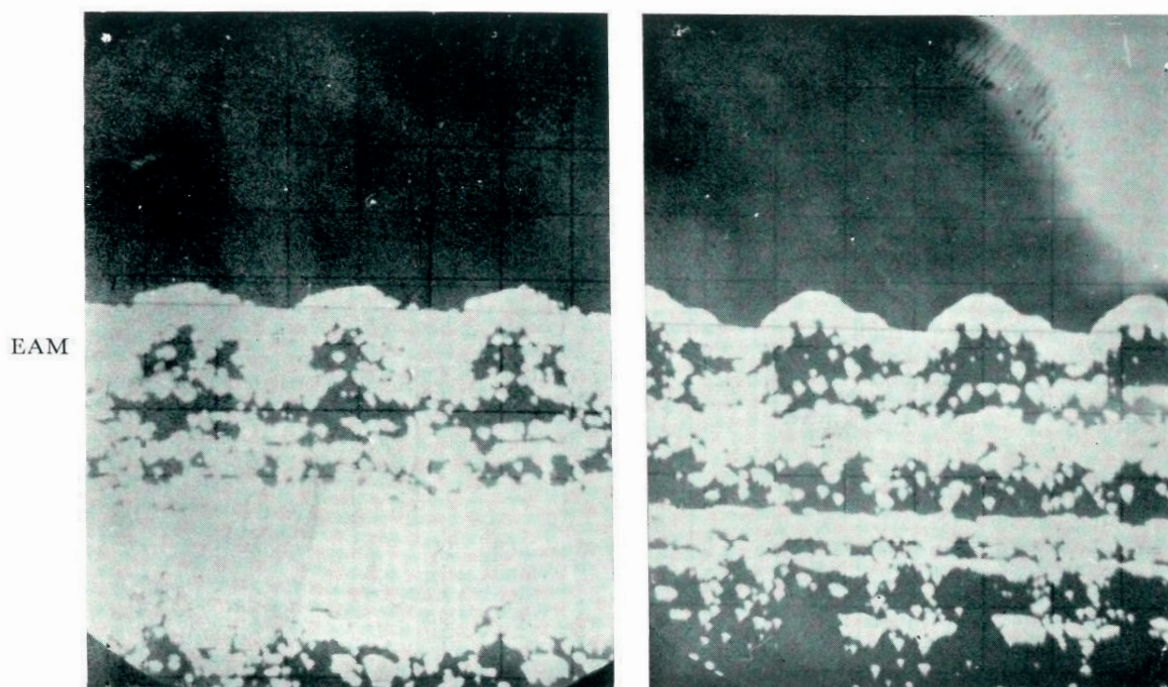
S. Giuseppe (caso n. 1). - Registrazione ecografica del movimento dell'anello mitralico (EAM) durante la fase di scompenso cardiaco (a sinistra) e dopo 6 giorni di terapia digitalica e in fase di compenso (a destra).
